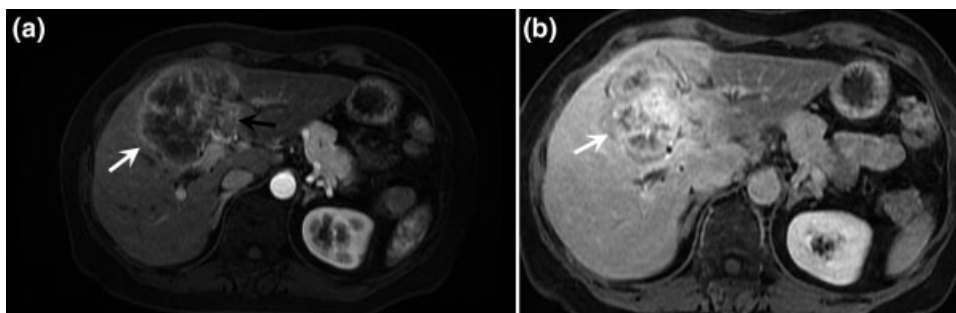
CC formador de masa. Imágenes axiales de RM en secuencias potenciadas con saturación de la grasa en T1 con gadolinio fase arterial (a) y fase portovenosa (b), que muestran una masa intrahepática lobulada con impregnación progresiva y centripeta (flecha blanca) con infiltración de la vena porta izquierda (flecha negra).
